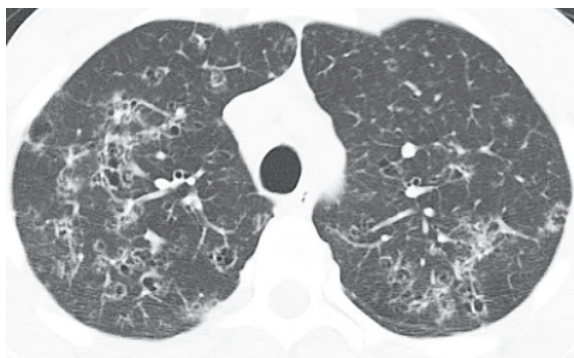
ЛКГ легких в ранней стадии у 30-летнего мужчины. КТ демонстрирует узелки различной величины в сочетании с толстостенными мелкими кистами.
